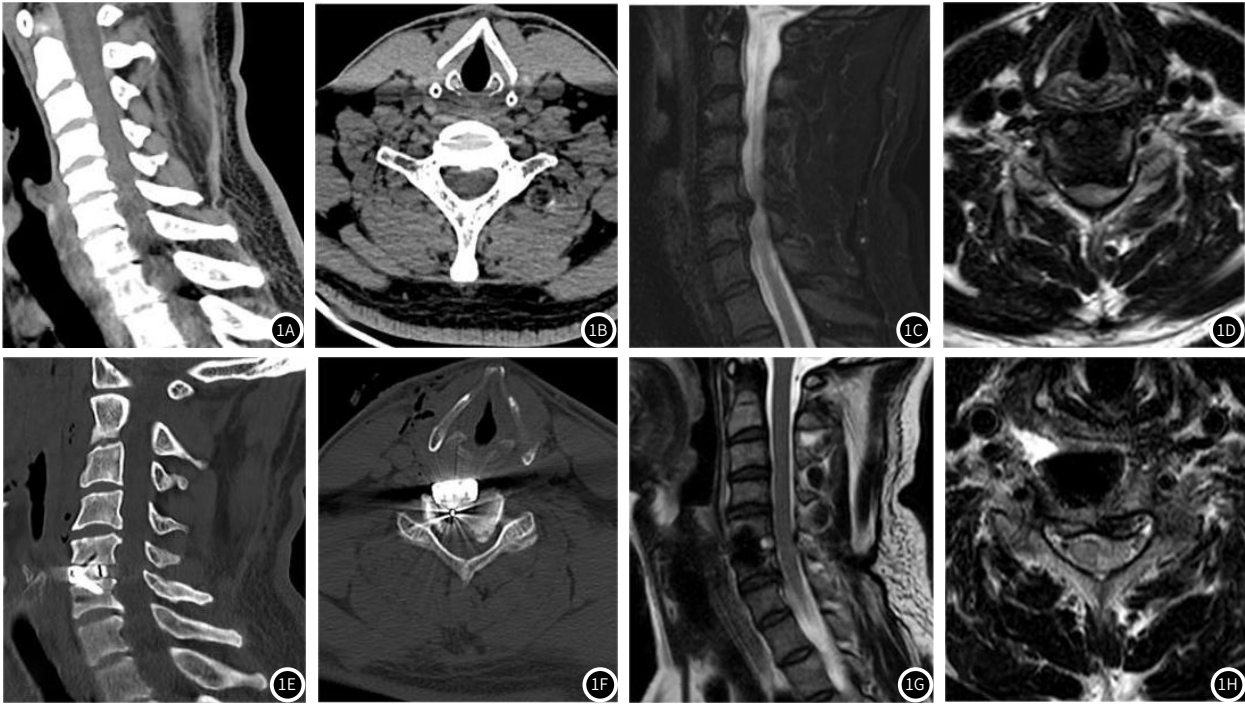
A组采取前路减压植骨融合内固定术：1A为术前CT矢状位，1B为术前CT横断位，1C为术前磁共振压脂像矢状位，1D为术前磁共振T2横断位，1E为术后CT矢状位，1F为术后CT横断位，1G为术后磁共振T2矢状位，1H为术后磁共振T2像横断位。
